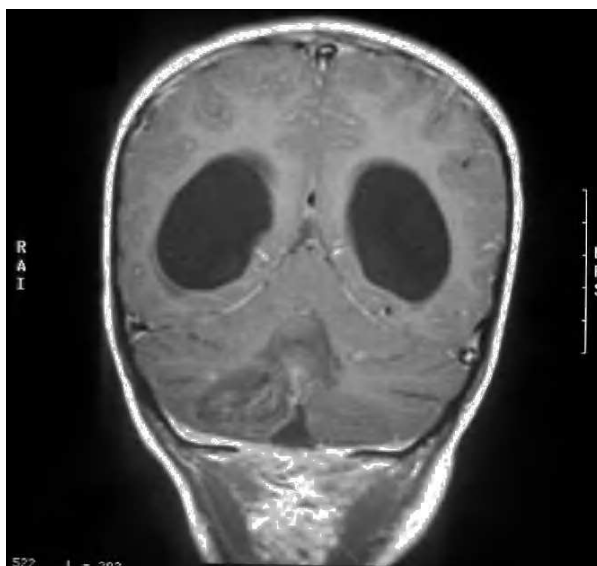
RM craneal coronal con gadolinio al mes de la resección tumoral. Dilatación ventricular activa y presencia de un infarto cerebeloso derecho.
